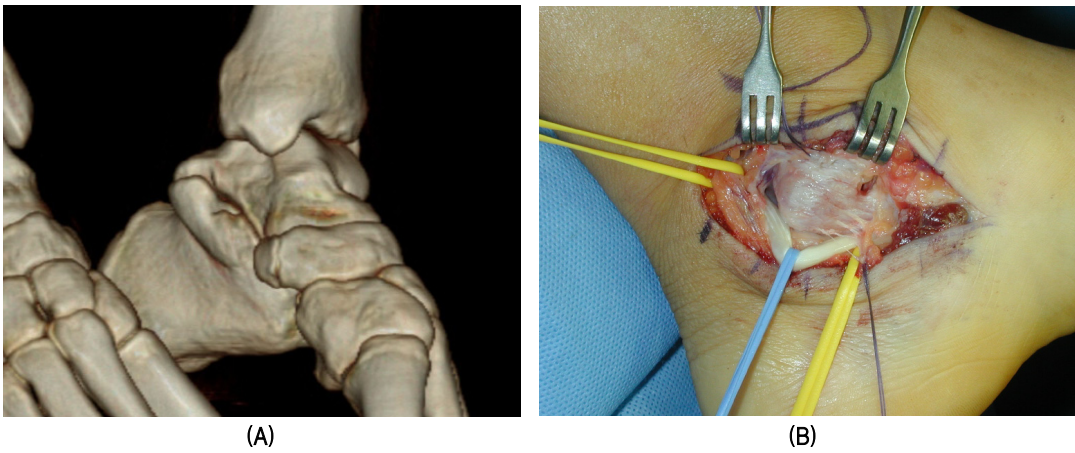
(A) 3D CT of a 24 year-old male shows large talocalcaneal beak protruding posteromedially. (B) Intraoperative photograph shows close relationship of the talocalcaneal beak and tibial nerve.
